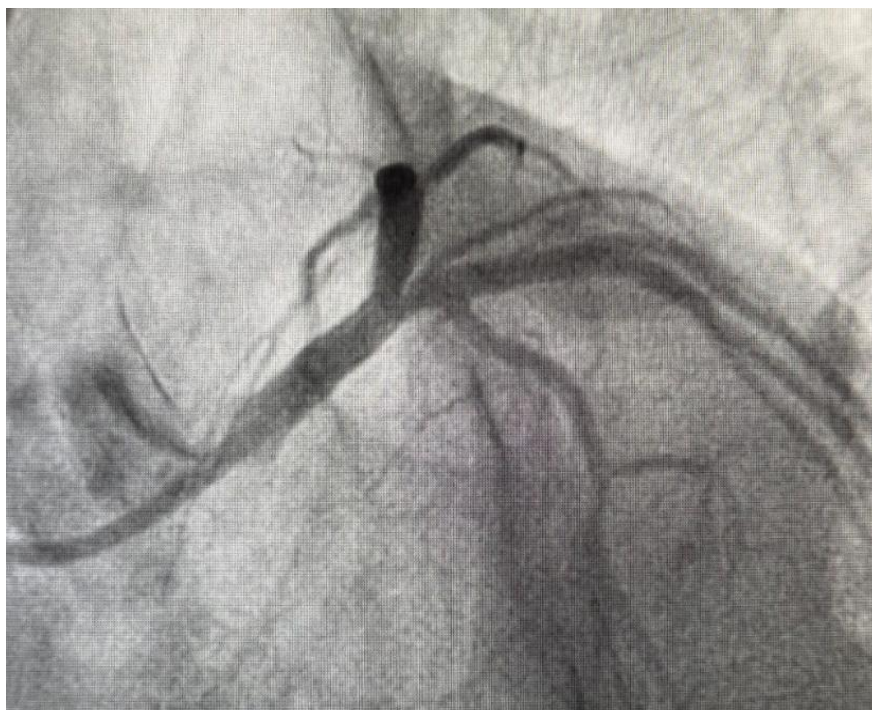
Résultat final après angioplastie du TC-IVA et mise en place d'un stent actif. CHU Mohammed VI, Marrakech.
